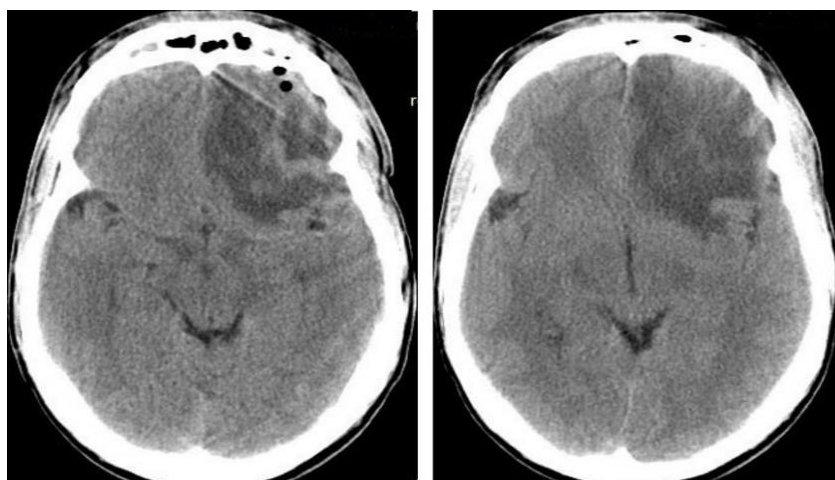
КТ головного мозга без контрастирования пациента К., 23 лет, через 21 день после хирургического лечения в аксиальной проекции
